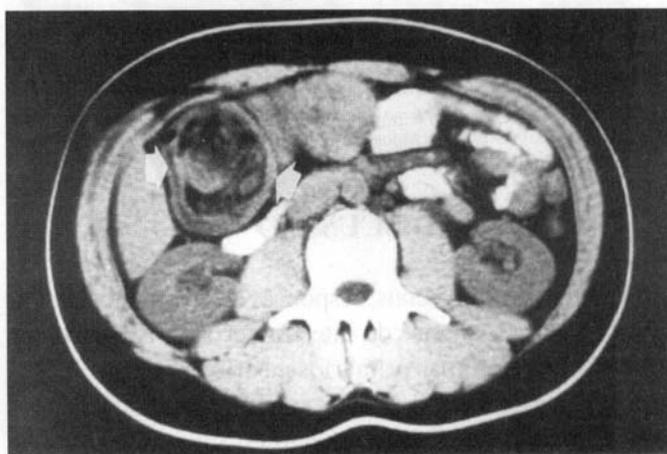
Linfoma cólico. Tomografia abdominal computadorizada: presença de lesão irregular no ceco com espessamento parietal (setas).
